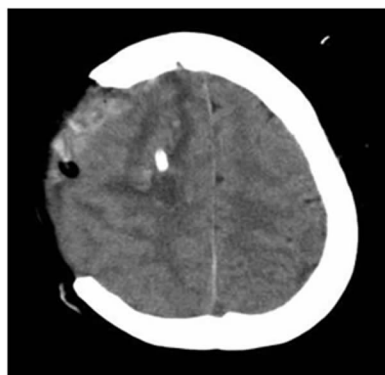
术后头部 CT 表现(11 月 1 日)
